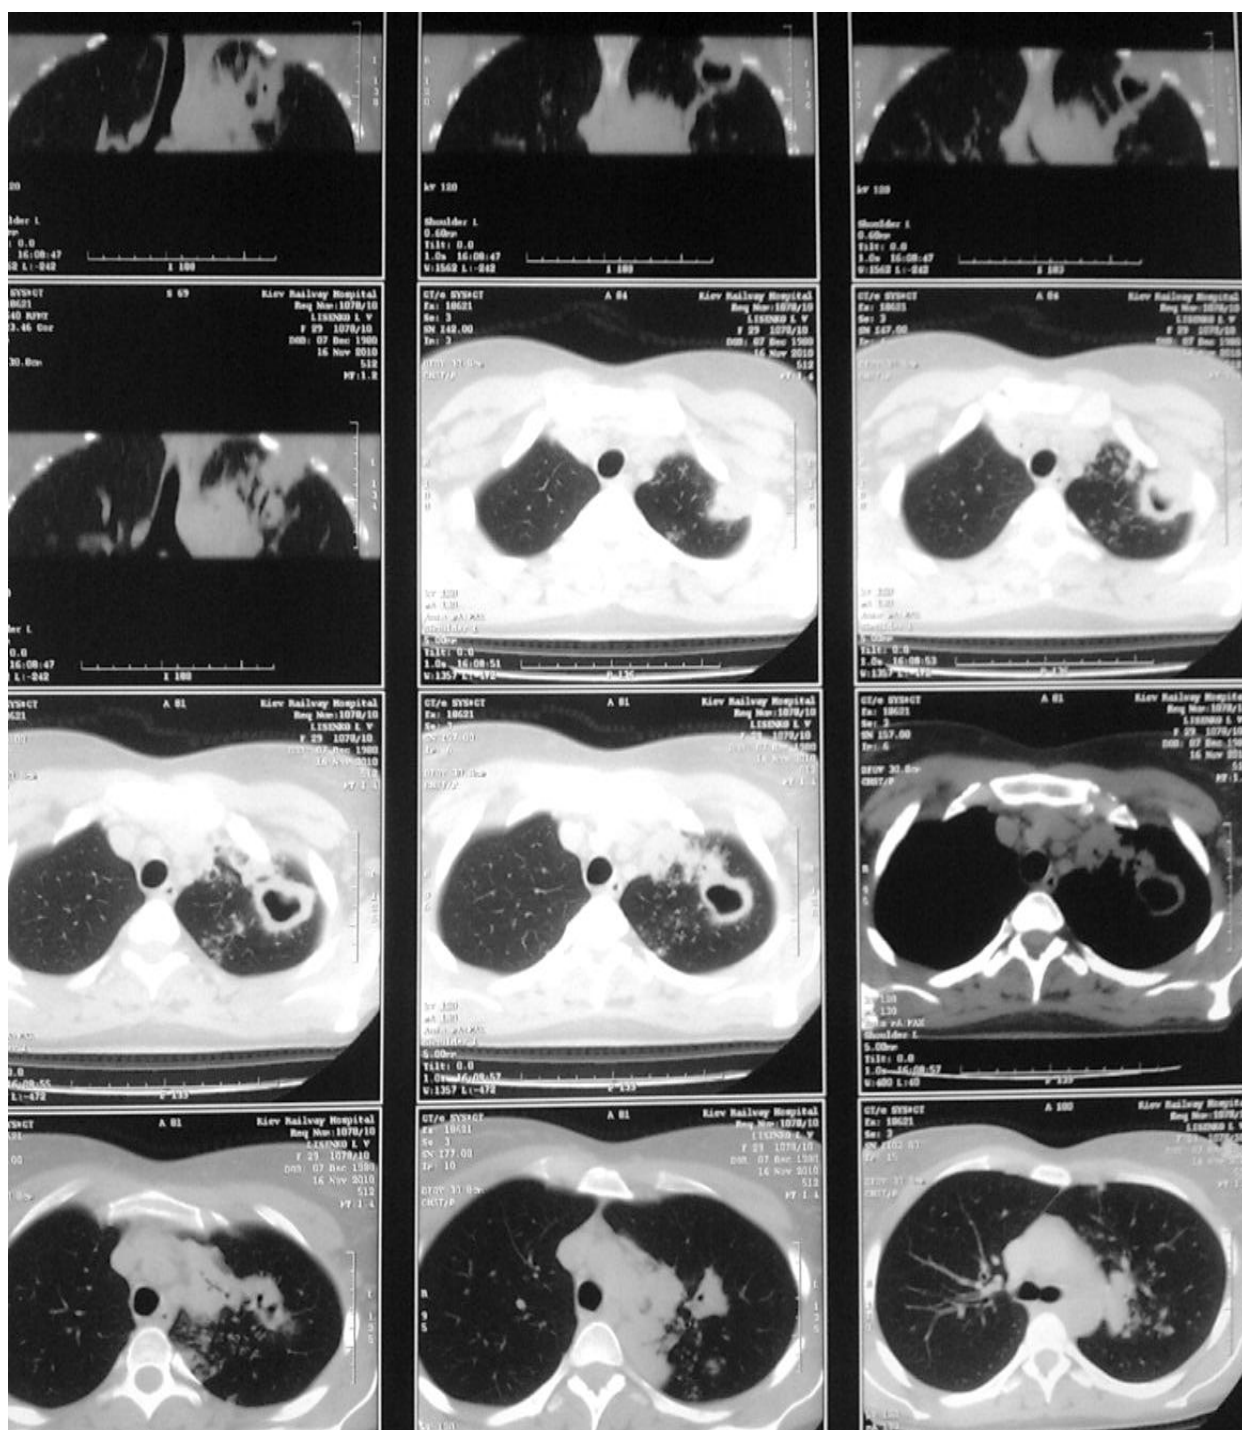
КТ томограма хворого на момент призначення гепатопротекторуглутаміл-цистеїніл-гліцин динатрію: визначають каверну з товстими стінками в оточенні інфільтративних і вогнищевих уражень легеневої тканини.
